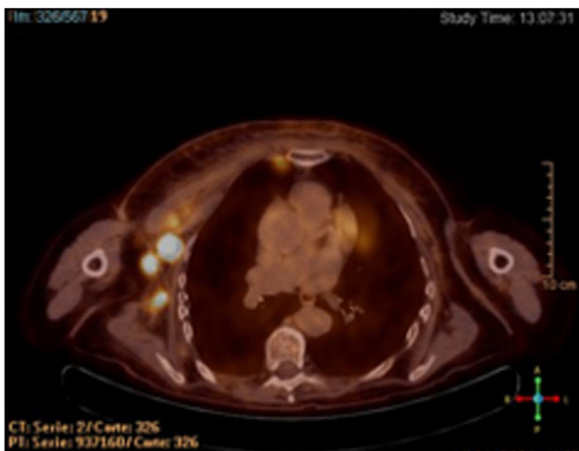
PET-TAC del 18/02/19 en la que se observan múltiples adenopatías axilares derechas.
